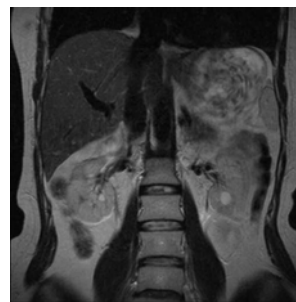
МР-томограммы при кистах почек
